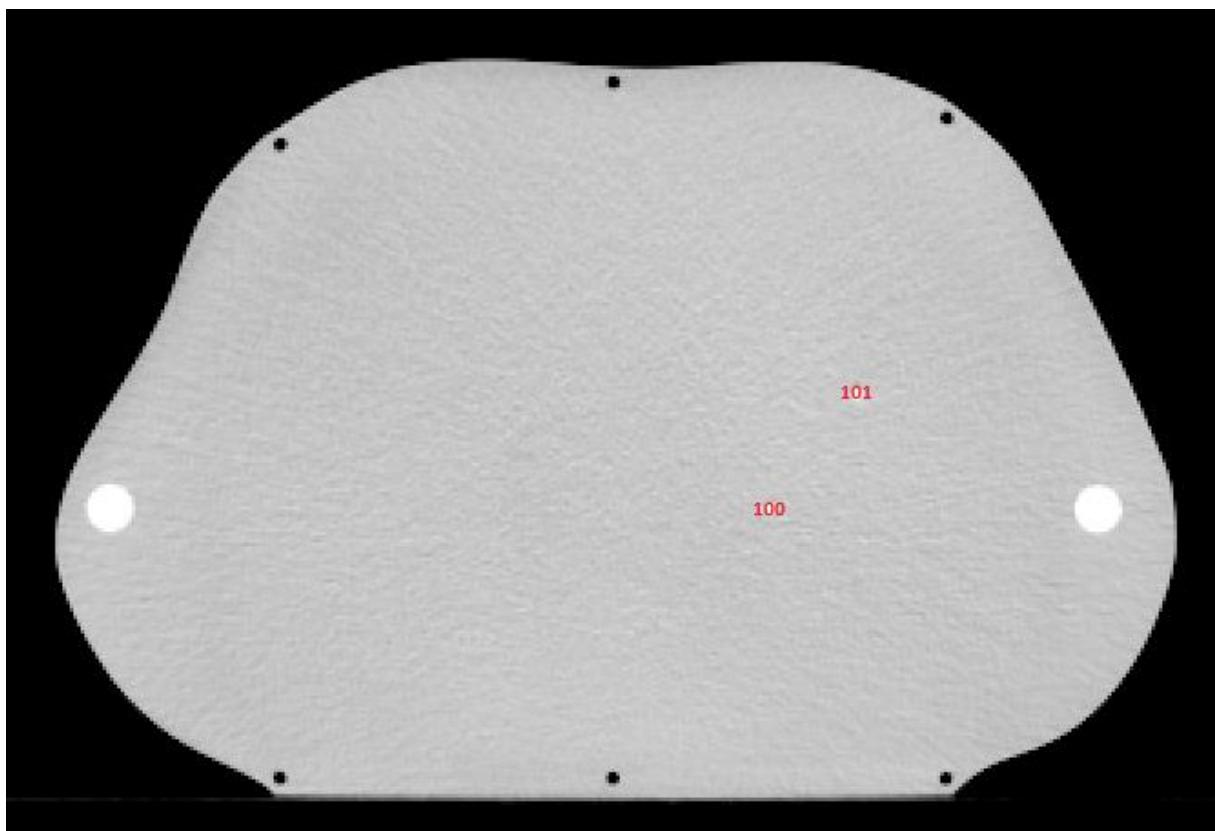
Dosimeterposisjoner CT-snitt 16 i lungefantomet.
